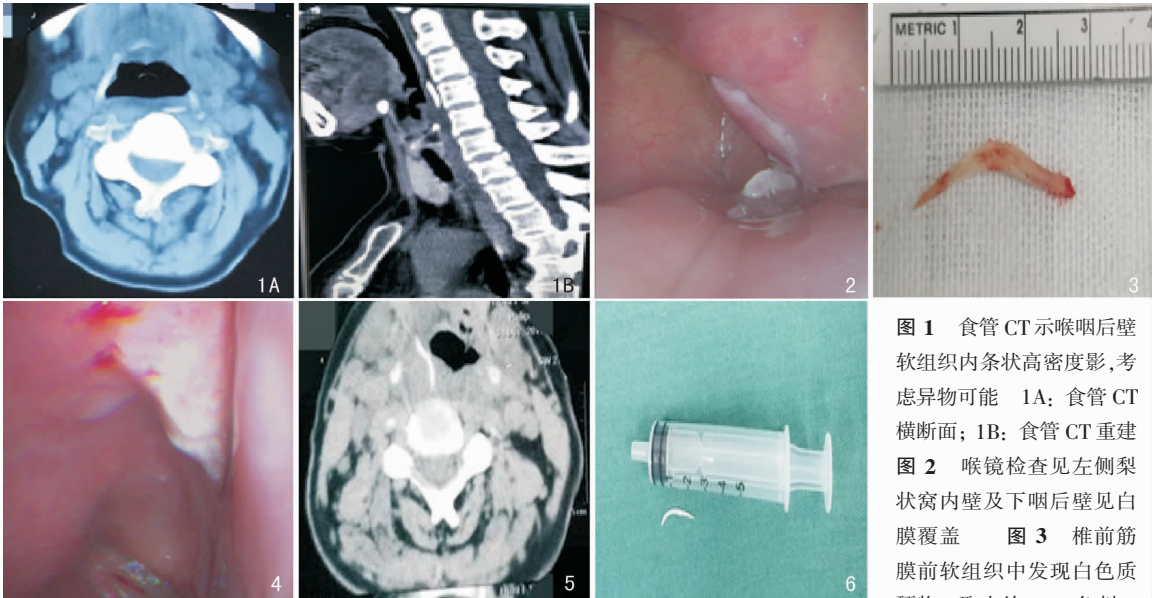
食管CT示喉咽后壁软组织内条状高密度影,考虑异物可能 1A: 食管CT横断面; 1B: 食管CT重建 图2 喉镜检查见左侧梨状窝内壁及下咽后壁见白膜覆盖 图3 椎前筋膜前软组织中发现白色质硬物,取出约3 cm鱼刺 图4 会厌喉面右侧可见溃疡面约2.5 cm鱼刺 图5 喉咽右侧约平C4椎体水平线状高密度影,考虑异物 图6 右侧下咽后壁取出
